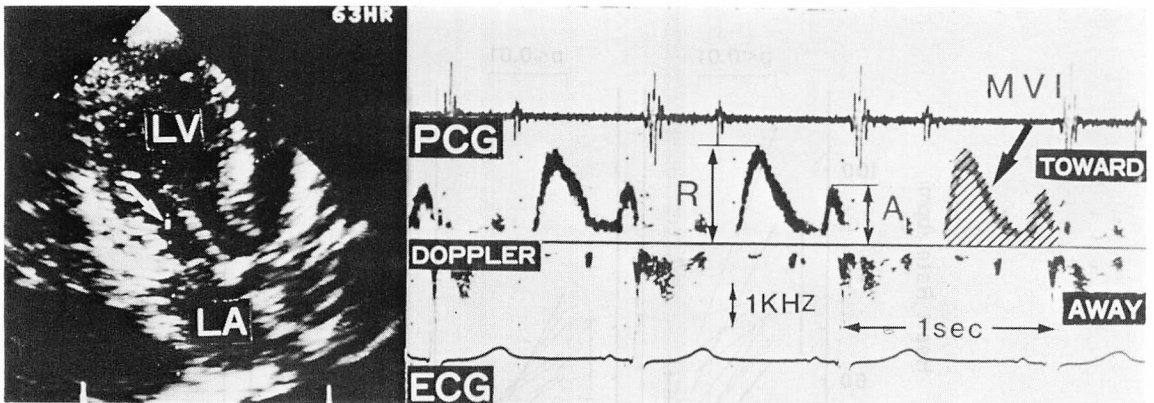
Determination of parameters from the mitral flow pattern obtained by pulsed Doppler echocardiography.
